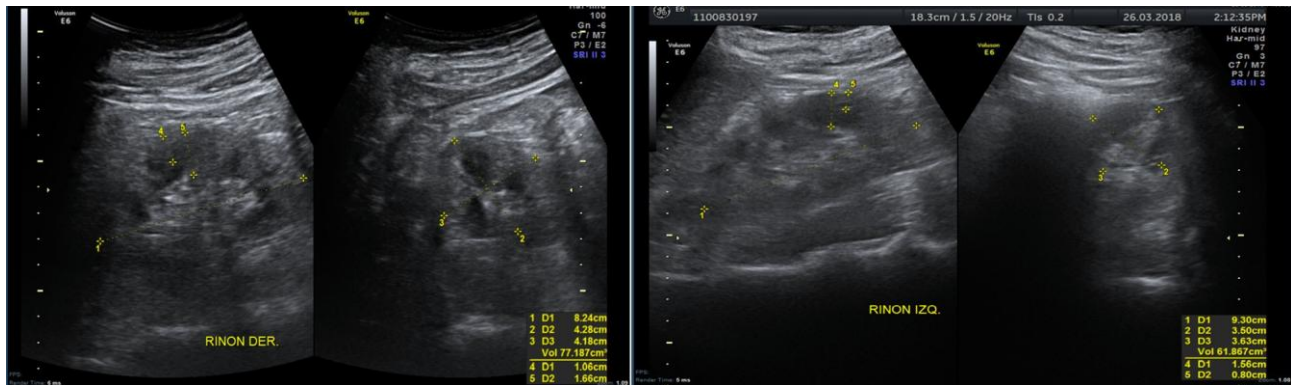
Ecografía renal: riñones de forma, tamaño y situación habitual, incremento de la ecogenicidad, no se visualizan lesiones focales, relación cortico medular alterada. No se observa dilatación pielocalicial. El riñón derecho mide 8,2 x 4,2 x 4,1 cm, parénquima 16 mm, corteza mide 10 mm. El riñón izquierdo mide 9,3 x 3,6 x 3,5 cm, parénquima 15 mm, corteza mide 8 mm. Vejiga en escasa repleción, no se visualizan lesiones endoluminales. Líquido escaso en Morrison, volumen aproximado de 5 cc.
